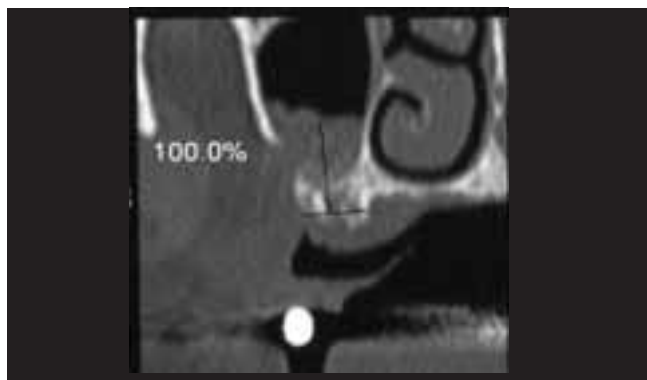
Dental-CT der rechten Kieferhöhle in koronarer Rekonstruktion 3 Monate nach Sinusbodenelevation und Augmentation mit autologen, osteogenen Transplantaten. Kein Nachweis einer Knochenneubildung, dagegen bindegewebige Ersatzresorption mit Vernarbung des Bindegewebes am aufliegenden Mukoperiostlappen und vollständiger Resorption des im Rahmen des Ersteingriffs nach kranial verlagerten Knochendeckels.
